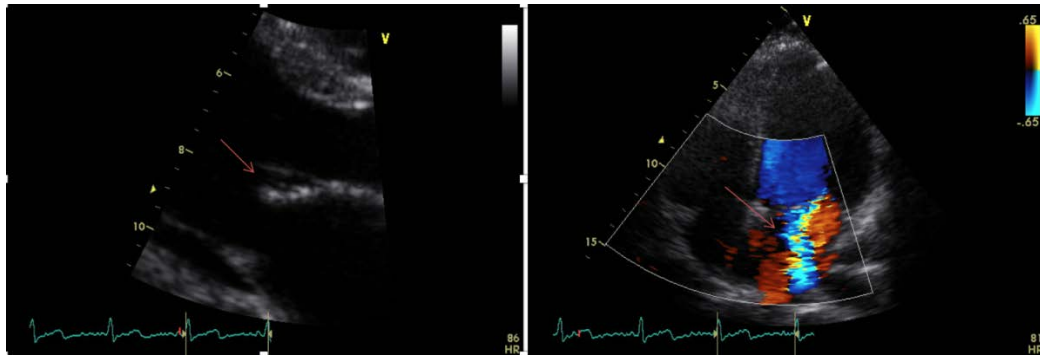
Эхокардиография: недостаточность митрального клапана 3–2 степени
